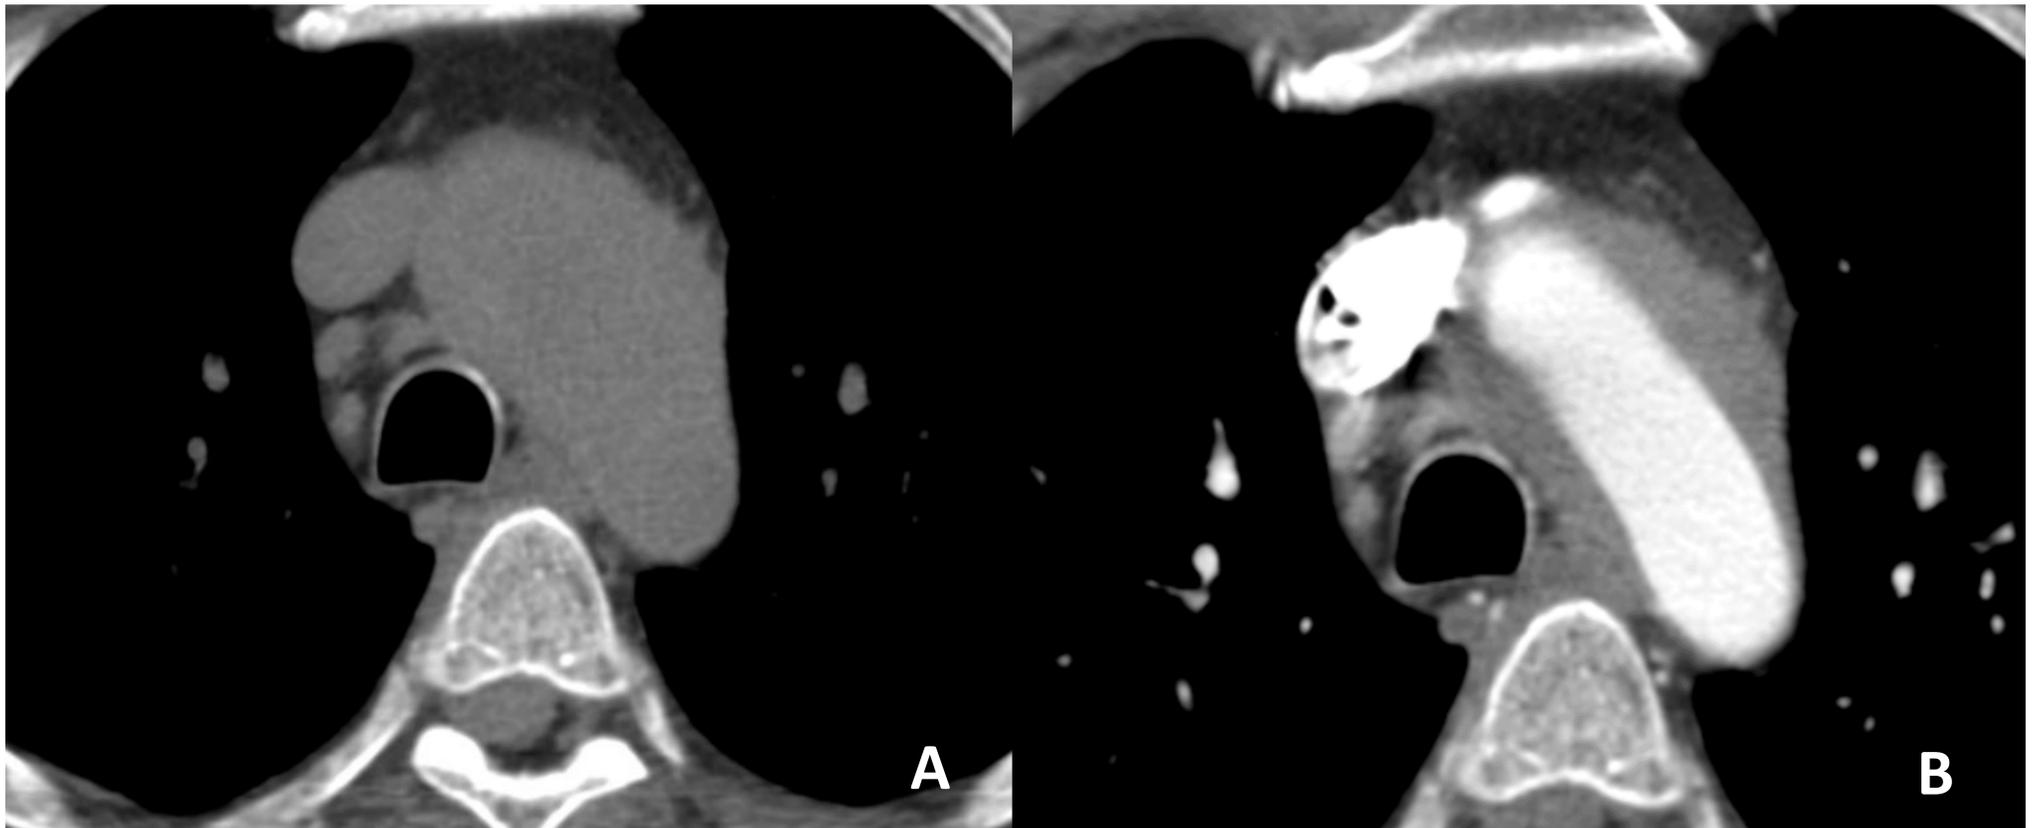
TC basal (A) y con CIV (B) donde se muestra un engrosamiento de las paredes del cayado aórtico, hiperdenso en TC basal y con captación de contraste. Se acompaña de cambios inflamatorios en la grasa mediastínica adyacente. Diagnóstico de Arteritis de Takayasu.
